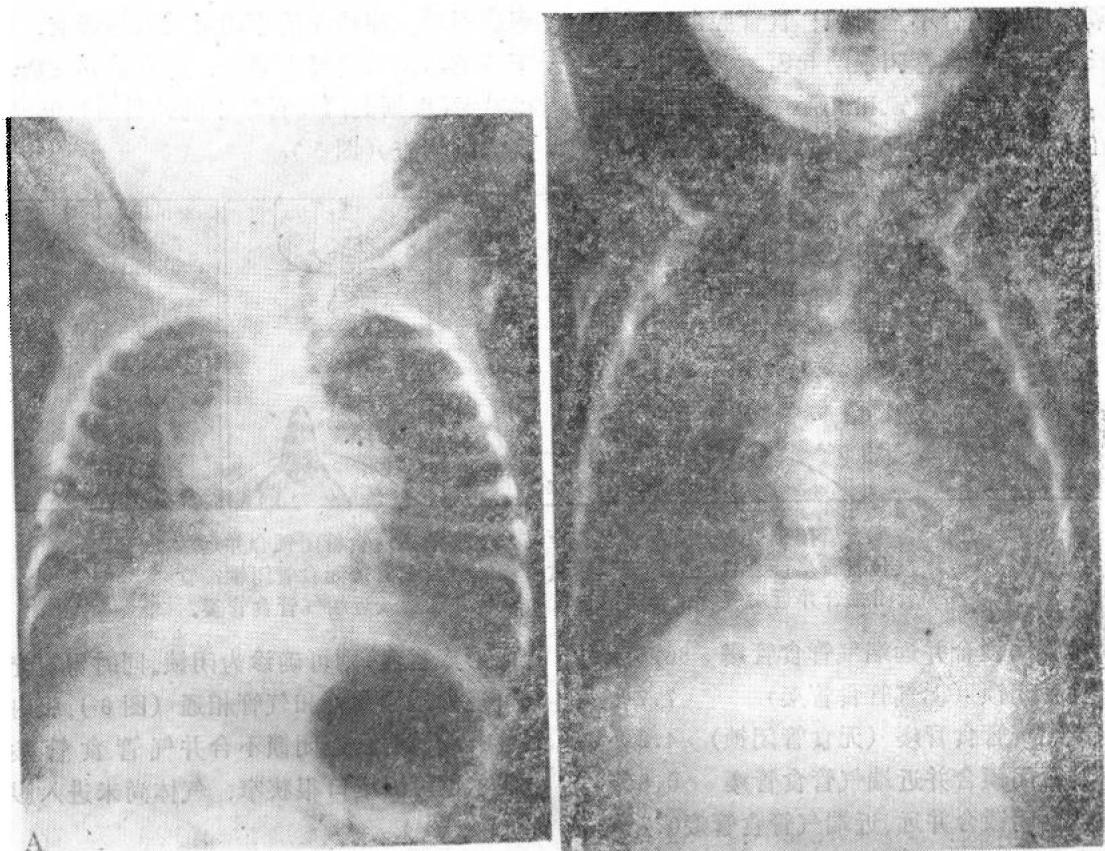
A. 食管闭锁合并远端气管食管瘘, X线示近端食管盲囊内有造影剂, 胃内含气。注意右上下肺野有浸润。拍片后立即行胃造口手术。B. 同一病儿48小时后, 示胃造口之作用, 肺野清晰, 膈不再被胀气肠管抬高, 病儿情况好转, 将耐受开胸手术。
